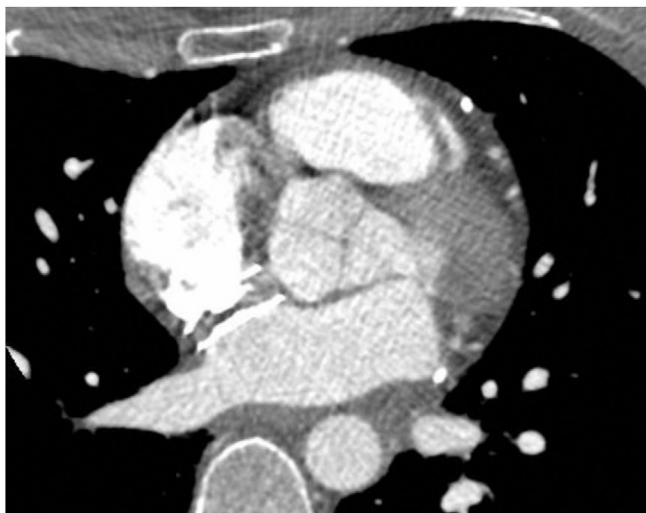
Tomografía computarizada preoperatoria tras drenaje del derrame pericárdico. El dispositivo de cierre de FOP contacta íntimamente, a 1-2 mm, con la pared aórtica, con el techo de la aurícula izquierda y la entrada de la vena cava superior a la aurícula derecha, pero sin identificar claramente punto de solución de continuidad de la pared cardíaca.
